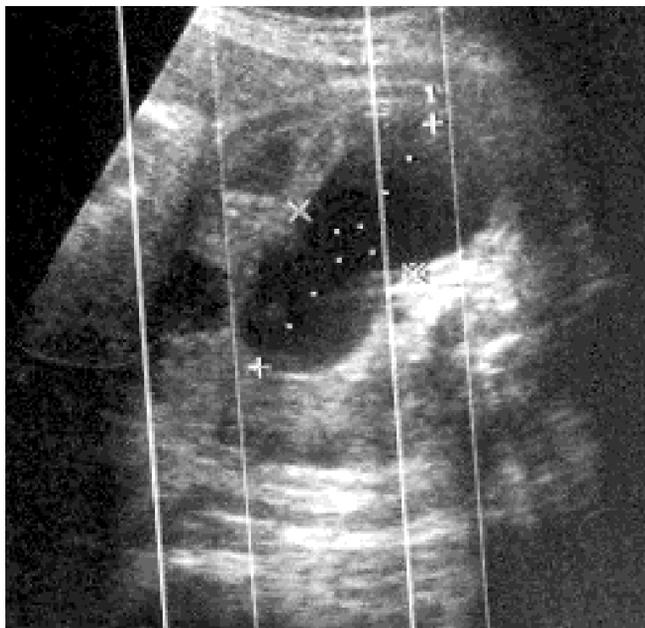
Ecografía de un feto de 23 semanas de gestación, demostrando un ecosonograma del riñón derecho, con hidronefrosis, secundaria a una estenosis pieloureteral.
